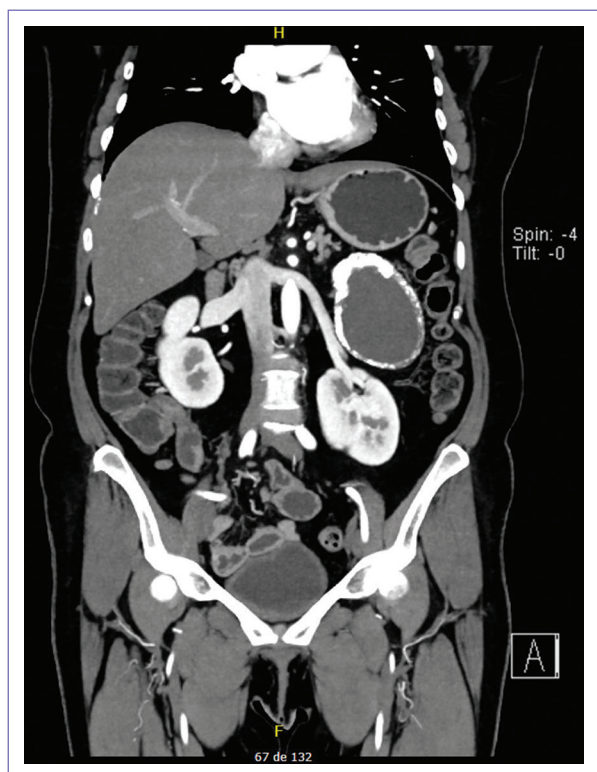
Tomografía de abdomen y pelvis, corte coronal, con contraste arterial. Relación del riñón izquierdo con pseudoquiste suprarrenal.
